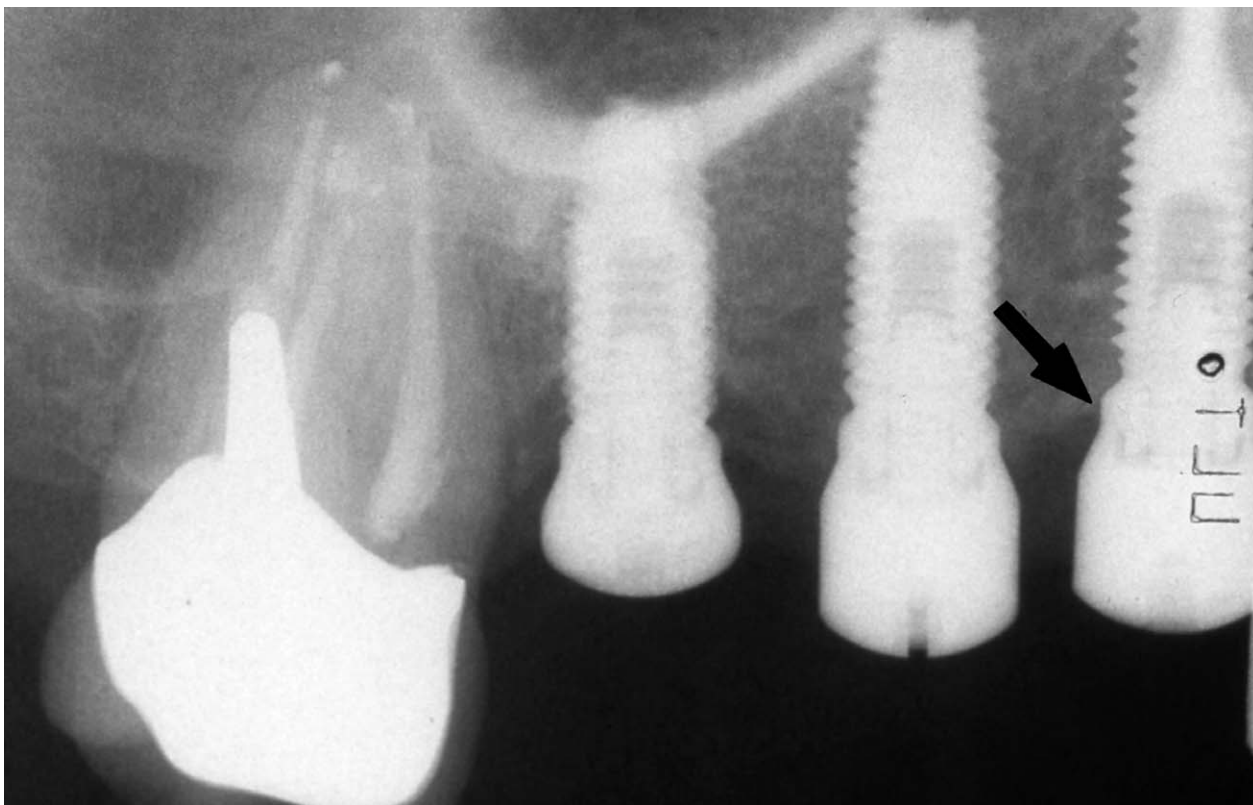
Radiographie rétro-alvéolaire de contrôle.
